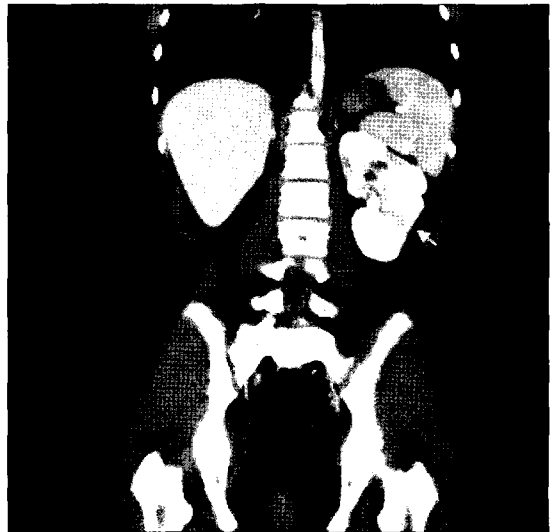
11-year-old female with left flank pain. CT scan shows absence of the right kidney in the renal fossa and compensatory hypertrophy of contralateral kidney with multifocal scars(arrows) suggestive of chronic pyelonephritis.
